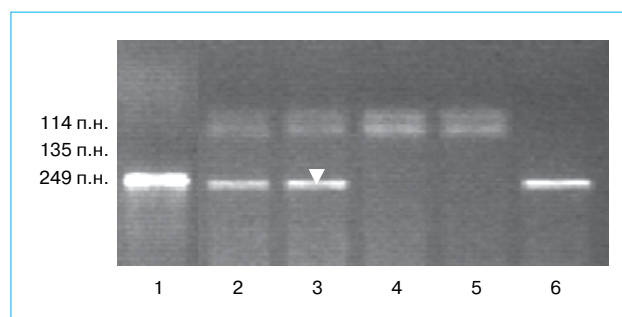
Примеры идентификации генотипов по гену *IL1β* +3953 C/T: 1 — контроль амплификации (249 п.н.); 2, 3 — генотип *IL1β* +3953 CT (114, 135 и 249 п.н.); 4, 5 — генотип *IL1β* +3953 CC (114 и 135 п.н.); 6 — генотип *IL1β* +3953 TT (249 п.н.)
